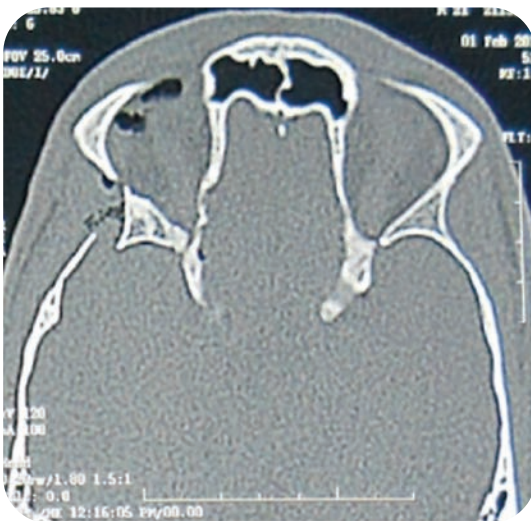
Tomografía computarizada de corte coronal, donde se evidencia desplazamiento de la pared lateral y tercio posterior de la órbita hacia medial, disminuyendo el perímetro de la fisura orbitaria.
